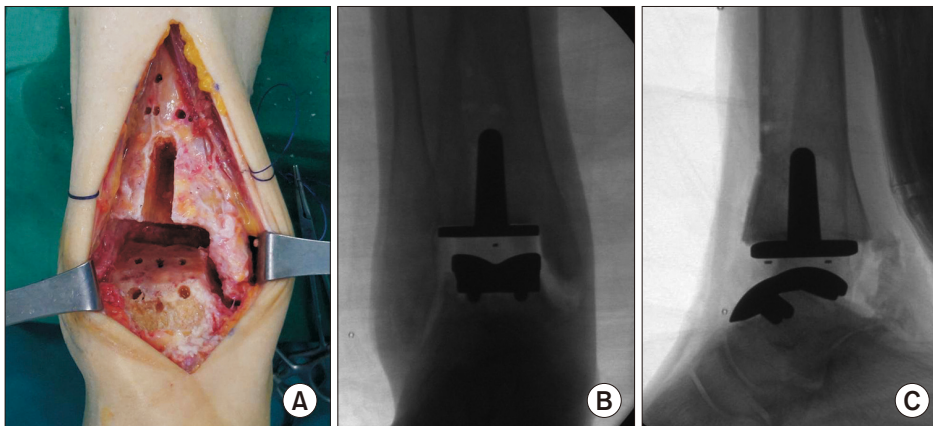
(A) Photograph showing the tibial window preparation. Intraoperative anteroposterior (B) and lateral (C) radiographs showing the cementless fixation of tibial and talar components.
